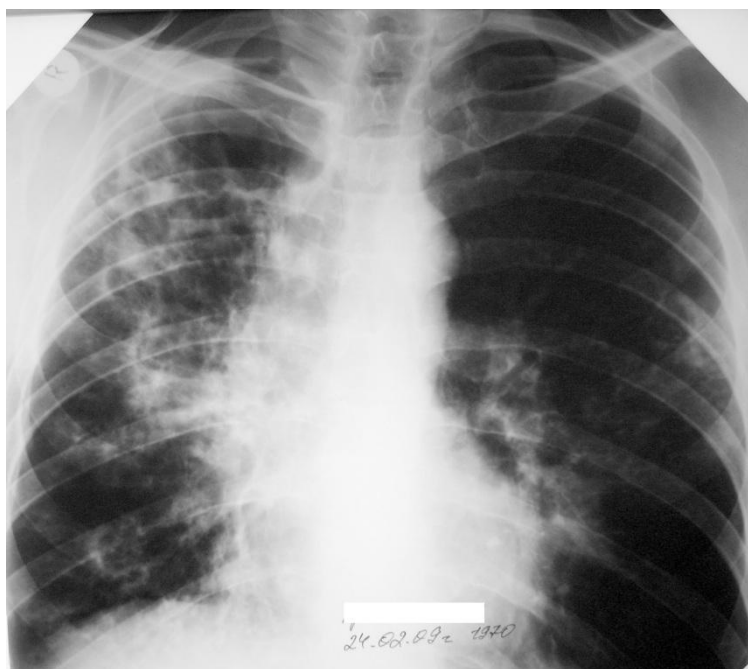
Обзорная рентгенограмма больного Г. при поступлении. Справа на фоне очагово-инфильтративных изменений множественные полости распада, слева в S 4,5,6 очаги обсеменения.
